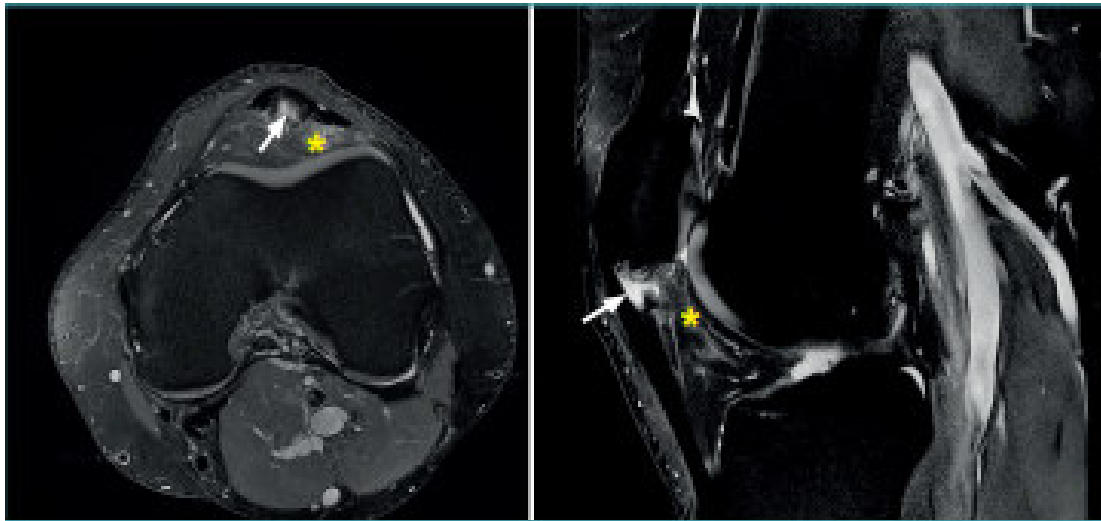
Diagnóstico por resonancia. (35)
